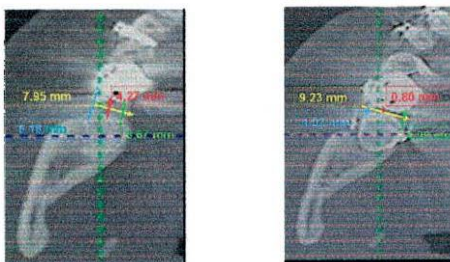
Tomografías inicial y final, corte basal
